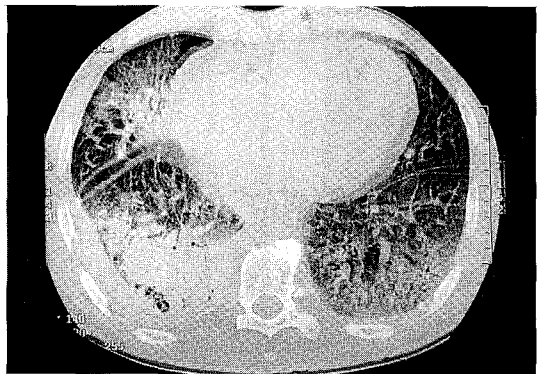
HRCT scan showing pneumonic consolidation with surrounding ground glass attenuation of RML and both lower lung fields.
